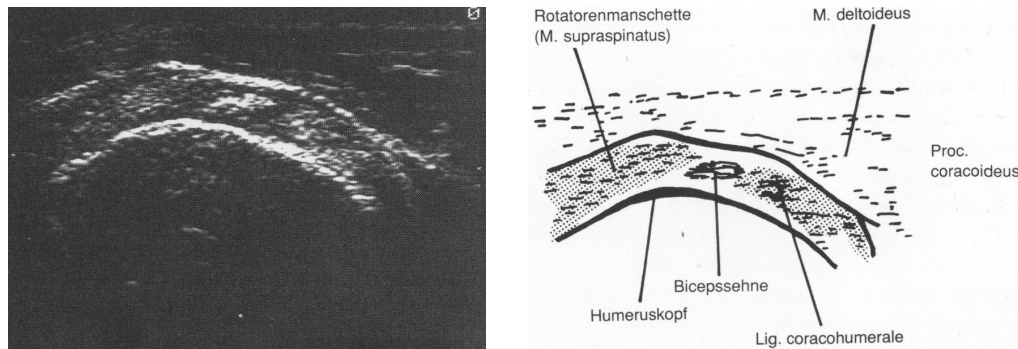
sonographische Darstellung (Habermeyer und Schweiberer (1996), S. 137)
